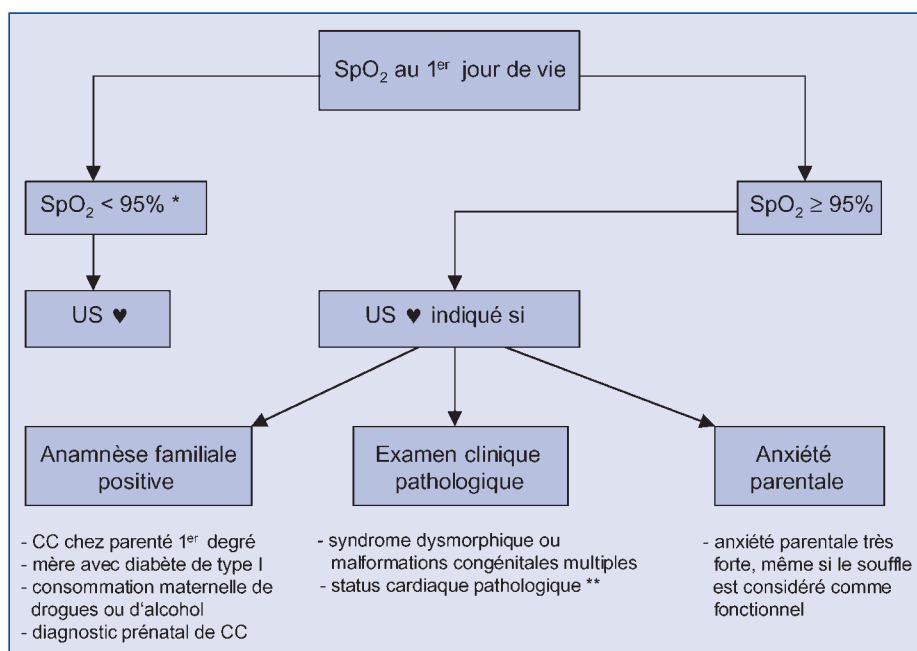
Indications à effectuer une échocardiographie
